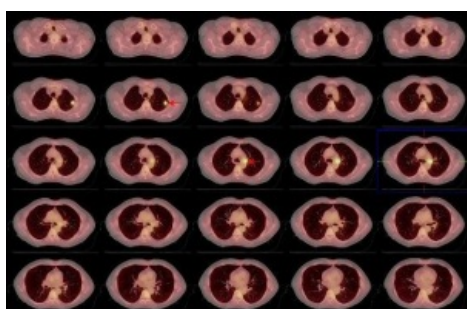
PET de cuerpo entero con 18F-FDG. Imágenes correspondientes a proyecciones de máxima intensidad (MIP). Se observa captación focal en lóbulo superior izquierdo e hilio pulmonar.
